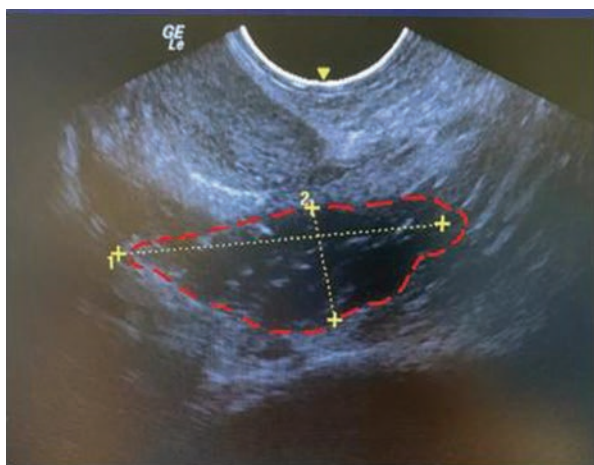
УЗИ мягких тканей ягодичной области. В параректальной клетчатке выявлено ограниченное скопление жидкости размерами 4,4 × 3 см
